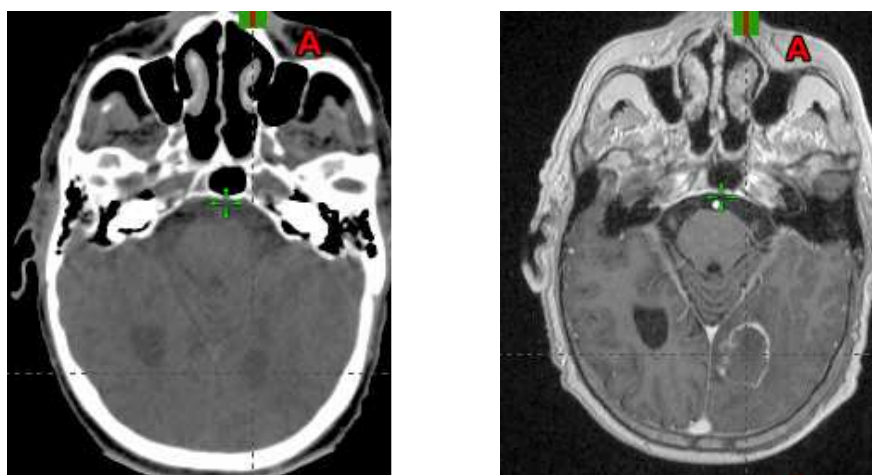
Imágenes de TC y RM, delimitación de GTV de una metástasis cerebral.
